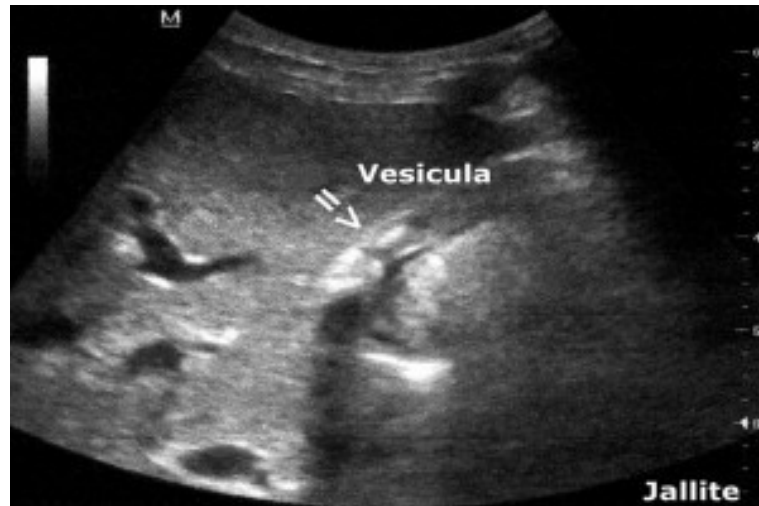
Ecografía que muestra signos de atresia de vías biliares
